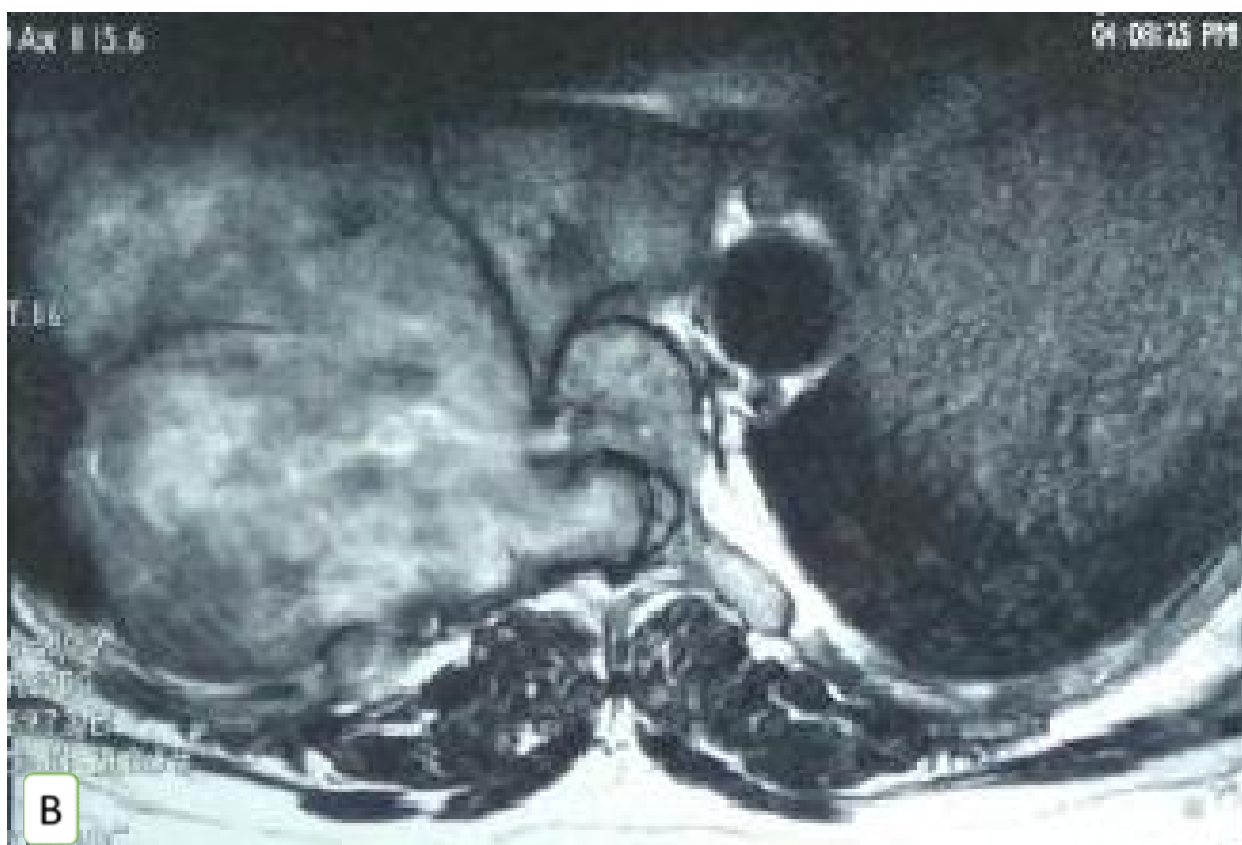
IRM rachidienne, séquence T1 avec Gadolinium, en coupe coronale (A) et axiale (B) montrant une tumeur en sablier bien limitée, de siège extradural, de signal hétérogène, siégeant en regard de D7-D8 du côté droit et refoulant la moelle à gauche (B) (Cas 1).
